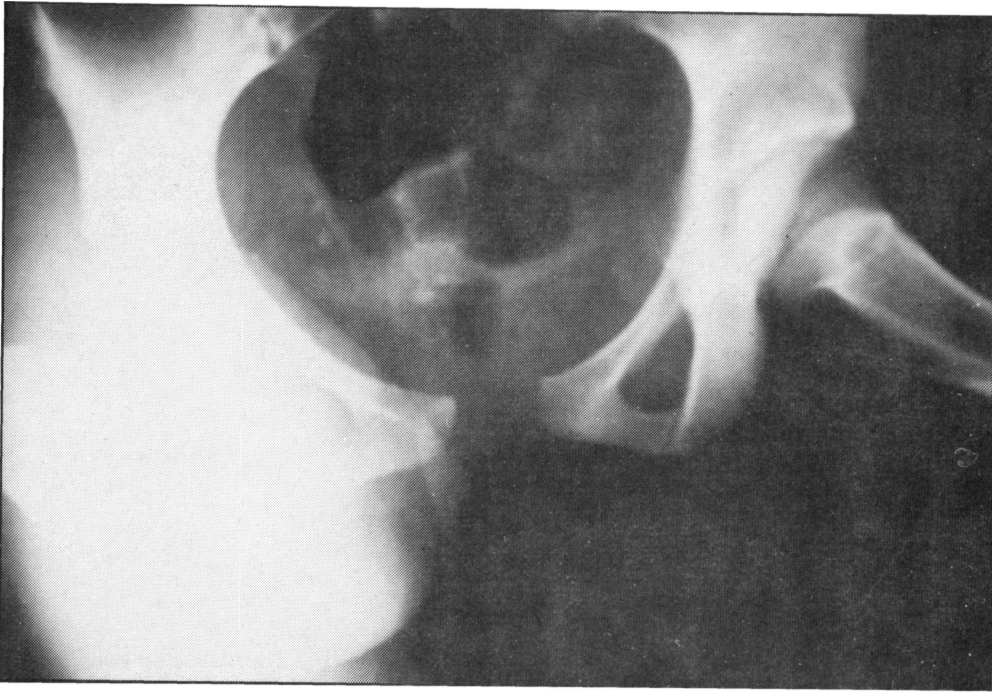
Caso n° 1: radiografía anteroposterior de pelvis en la que se evidencia la significativa disyunción pubiana.
